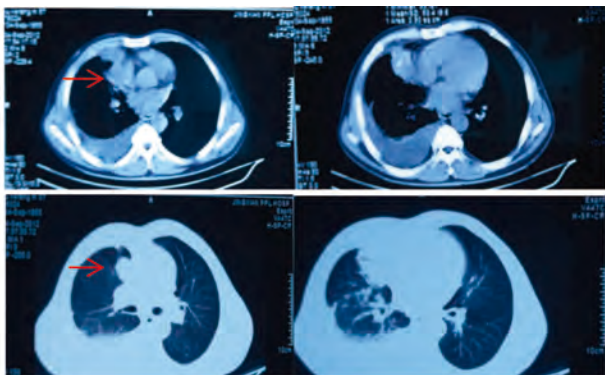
景县人民医院胸部CT(2012年9月4日):右肺中叶肿块并右侧胸腔积液
